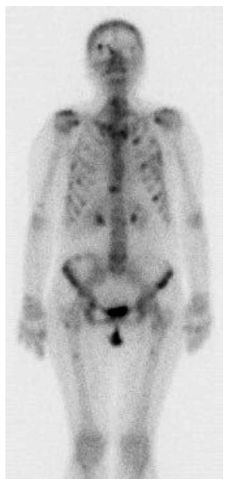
ПЭТ-КТ всего тела от 10.2017 г.
